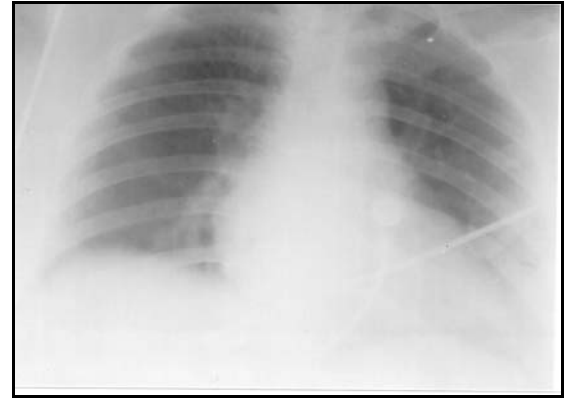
İntraoperatif PA akciğer grafisi. Sol akciğerde total havalanma kaybı mevcut
